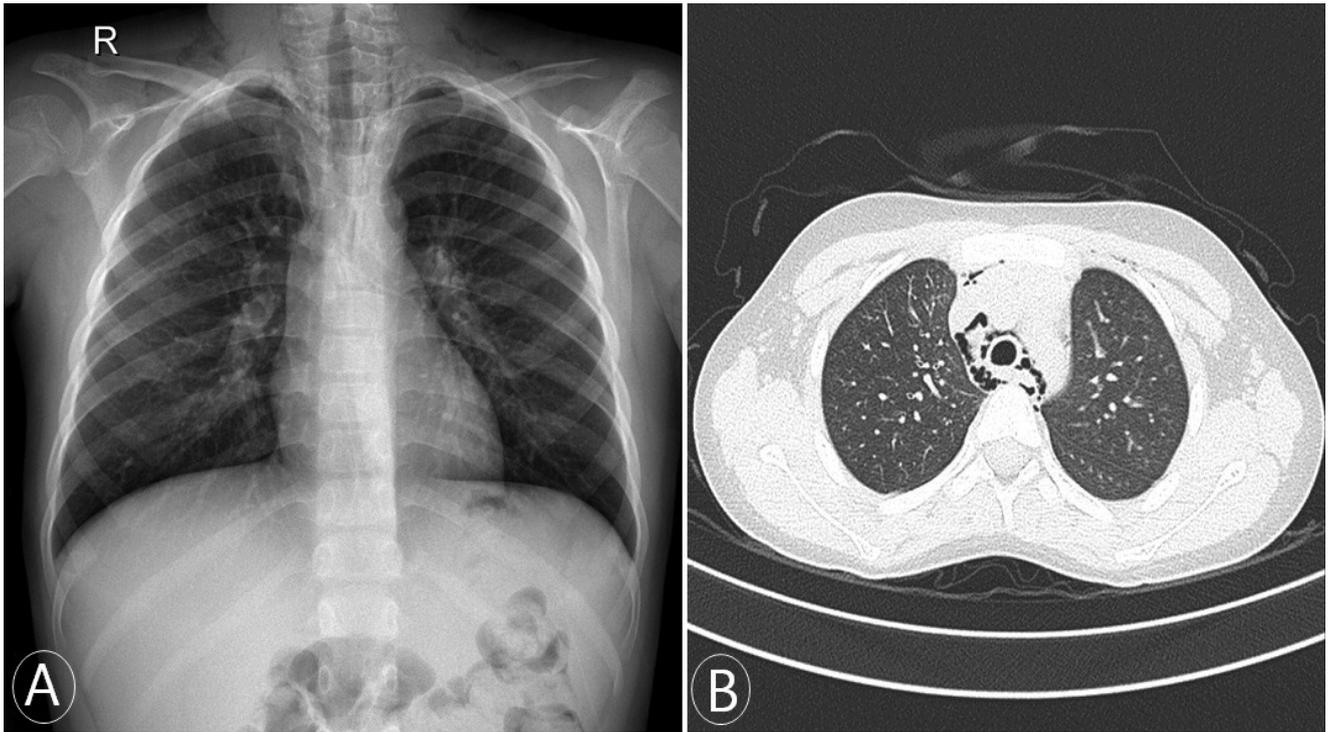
Chest radiography at the time of admission shows subcutaneous emphysema in the neck, pneumomediastinum(A). Chest CT shows pneumomediastinum, subcutaneous emphysema(B).
